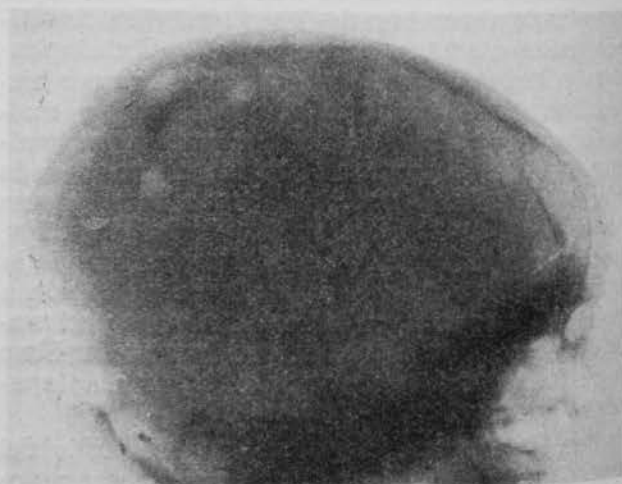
La radiografía lateral de cráneo muestra varias destrucciones óseas en sacabocados.
